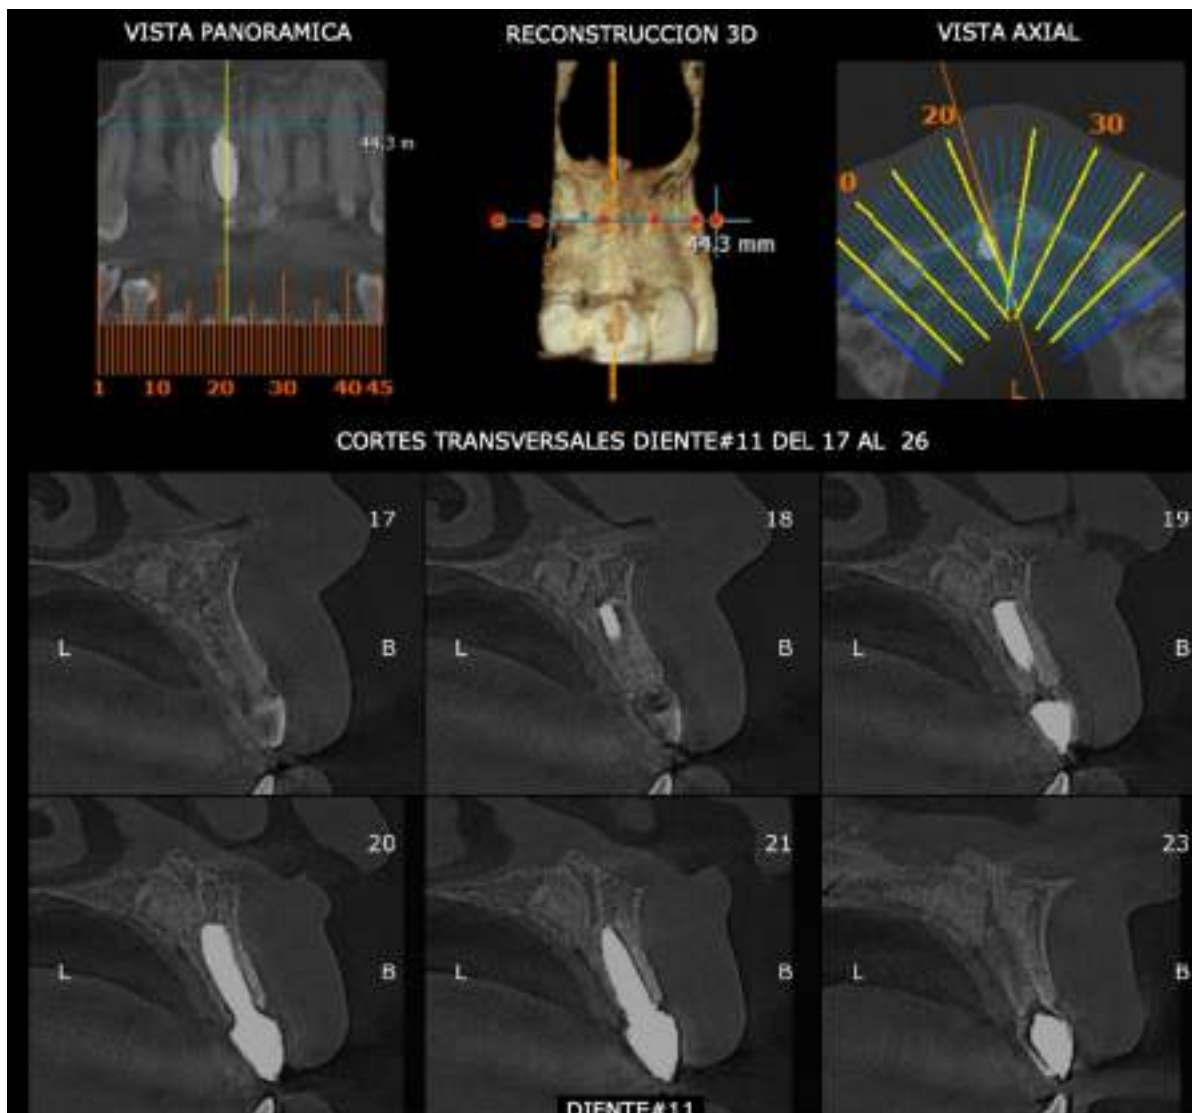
Control Pos-Quirúrgico: Tomografía computarizada 1 año posterior a la cirugía.
